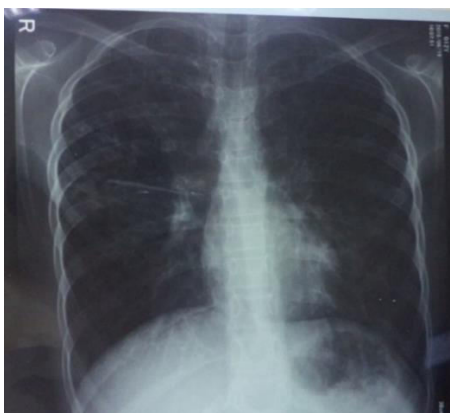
Radiografia cutiei toracei
